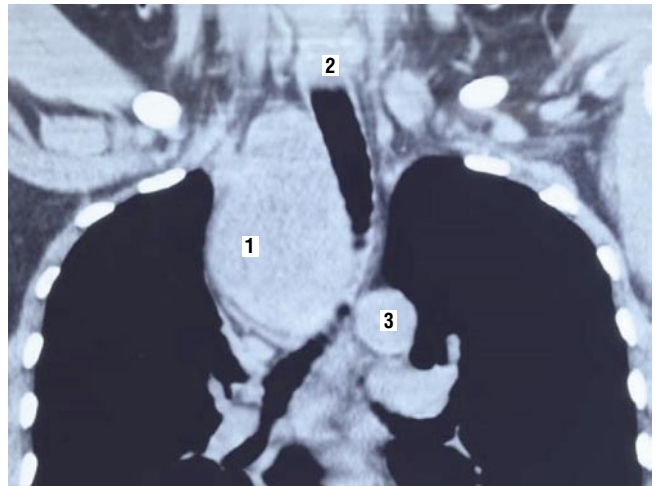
КТ (органов грудной клетки). 1 – загрудинный зоб, 2 – трахея, 3 – дуга аорты.
